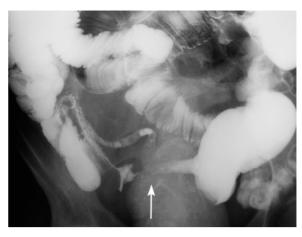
PGIL des distalen Ileums. Stenosierender Tumor (*Pfeil*) mit zirkulärem Wachstum. Eine Differenzierung von einem Adenokarzinom ist röntgenmorphologisch nicht möglich
